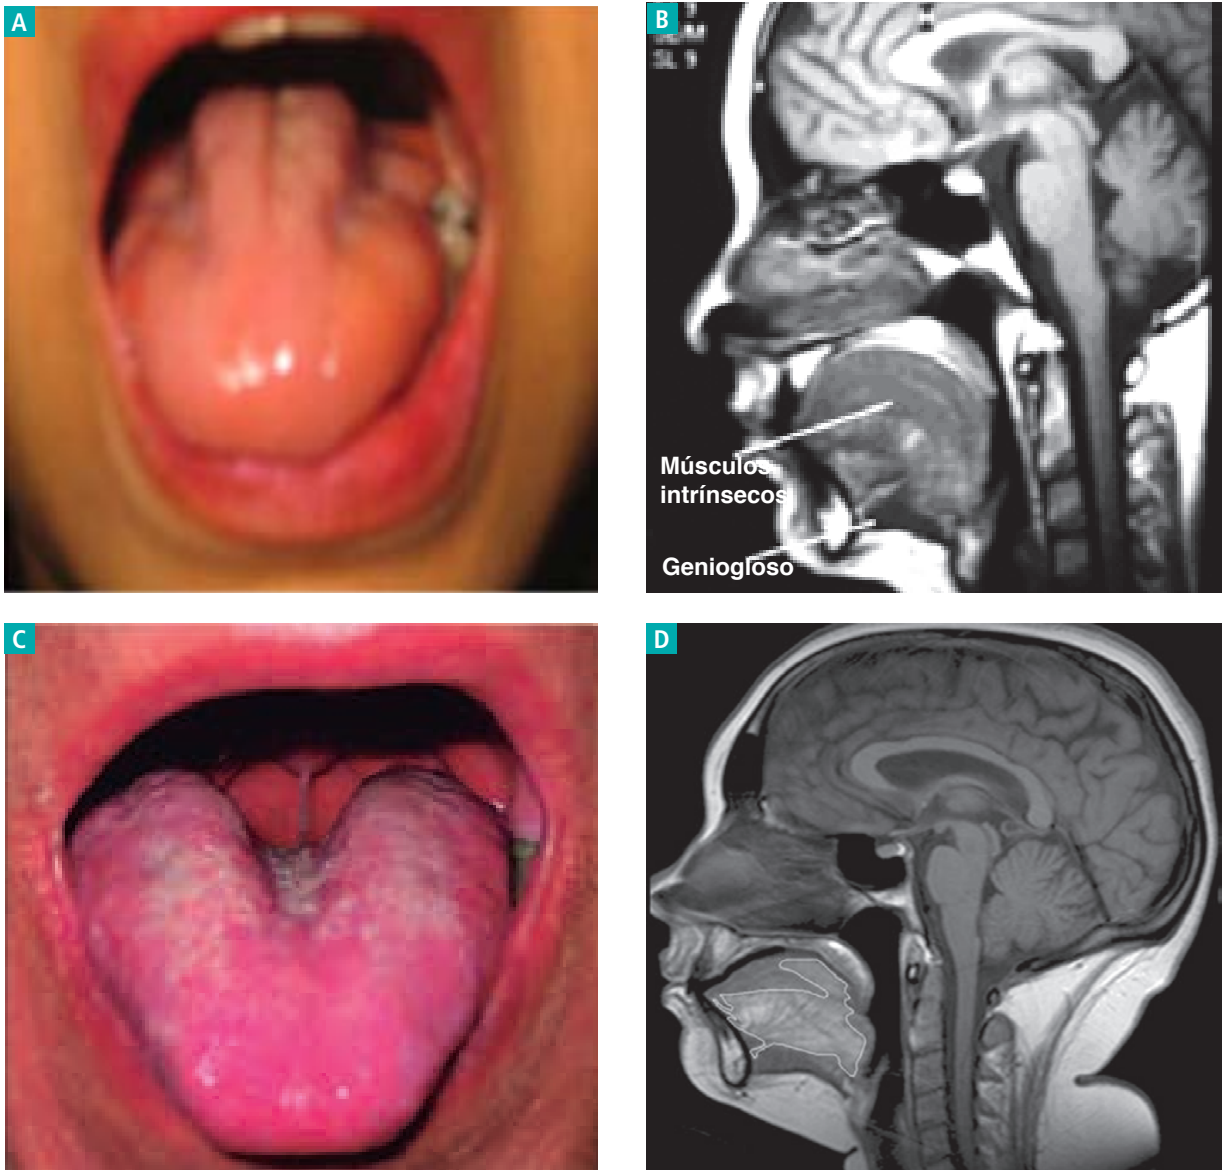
Fotografías de la lengua e imágenes obtenidas por resonancia magnética de la cabeza de dos individuos miasténicos, uno con anticuerpos anti-AChR (A y B) y otro con anticuerpos anti-MuSK (C y D).
